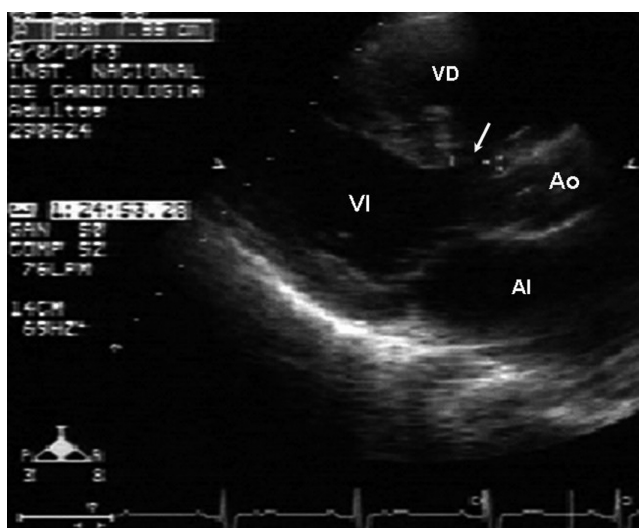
Ecocardiograma en eje paraesternal largo bidimensional donde se observa la medición de la comunicación interventricular. Al: aurícula izquierda; Ao: aorta; VD: ventrículo derecho; VI: ventrículo izquierdo.
